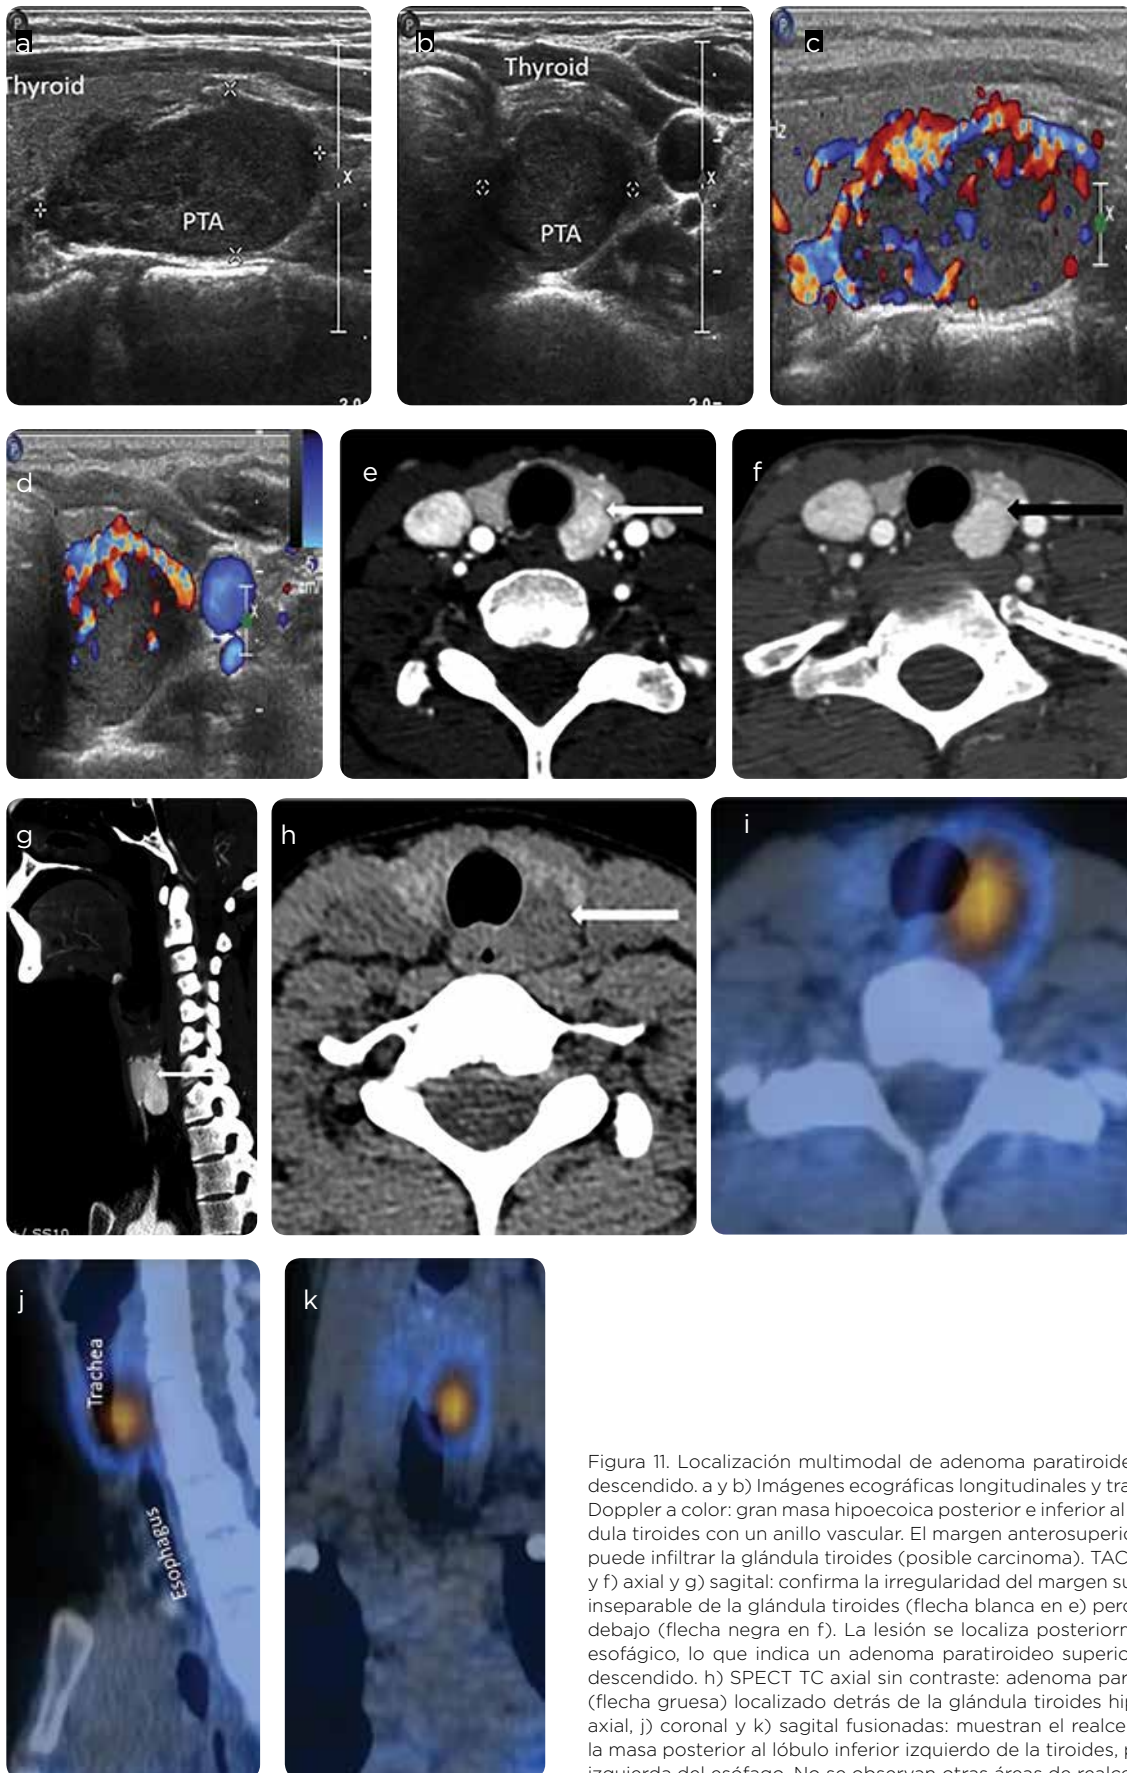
Localización multimodal de adenoma paratiroideo ectópico excesivamente descendido. a y b) Imágenes ecográficas longitudinales y transversales, c y d) ecografía Doppler a color: gran masa hipoeoica posterior e inferior al lóbulo izquierdo de la glándula tiroides con un anillo vascular. El margen anterosuperior de la lesión es irregular y puede infiltrar la glándula tiroides (posible carcinoma). TAC, con medio de contraste, e y f) axial y g) sagital: confirma la irregularidad del margen superior anterior de la lesión, inseparable de la glándula tiroides (flecha blanca en e) pero claramente separable por debajo (flecha negra en f). La lesión se localiza posteriormente en el surco traqueo-esofágico, lo que indica un adenoma paratiroideo superior izquierdo excesivamente descendido. h) SPECT TC axial sin contraste: adenoma paratiroideo de baja densidad (flecha gruesa) localizado detrás de la glándula tiroides hiperdensa normal i) Imagen axial, j) coronal y k) sagital fusionadas: muestran el realce focal del radiotrazador en la masa posterior al lóbulo inferior izquierdo de la tiroides, posterior a la tráquea y a la izquierda del esófago. No se observan otras áreas de realce del radiotrazador
